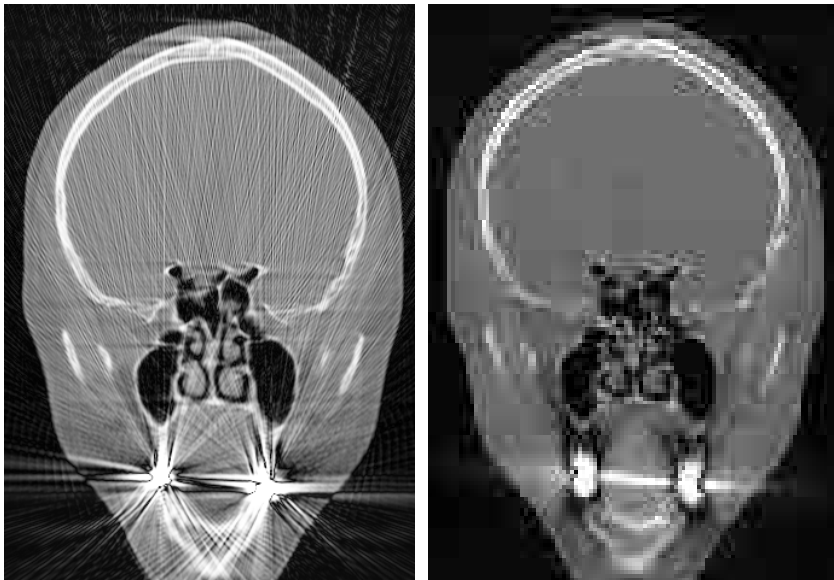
Kompensation von Metallartefakten in CT-Aufnahmen (Aufnahme des Kopfes eines Patienten nach einem Unfall): Links: Direkte Rekonstruktion ohne Artefaktkompensation, rechts: Rekonstruktion nach qualitativer Artefaktkompensation.
